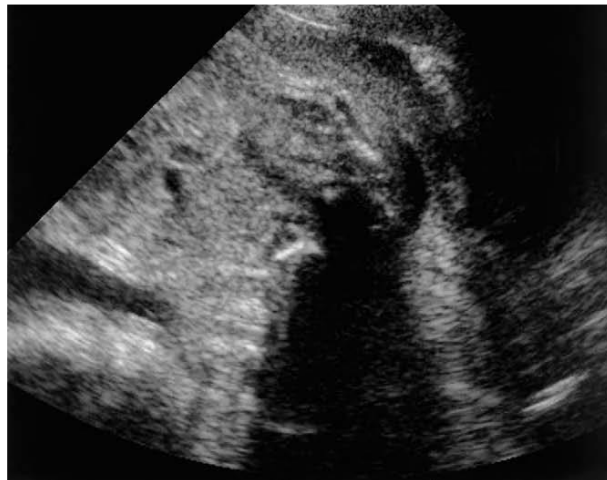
ECOGRAFÍA DEL SEGMENTO UTERINO MEDIO A INFERIOR
